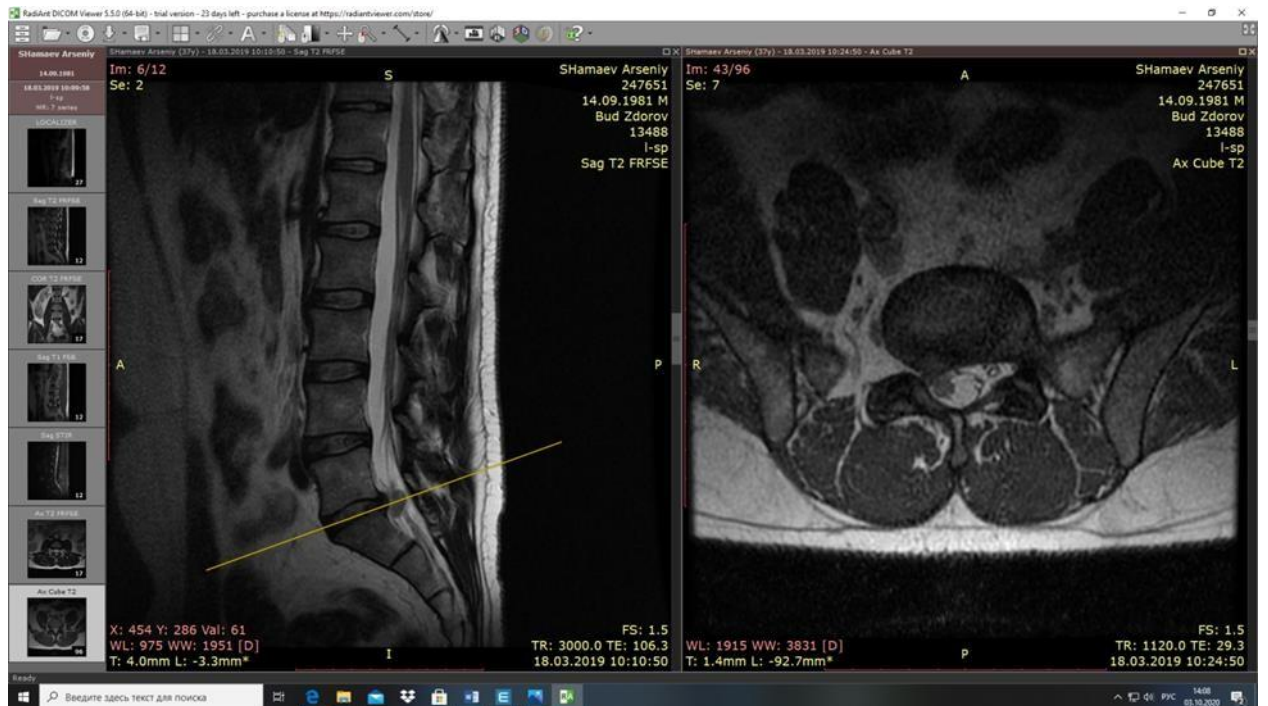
МРТ больного А, до операции
